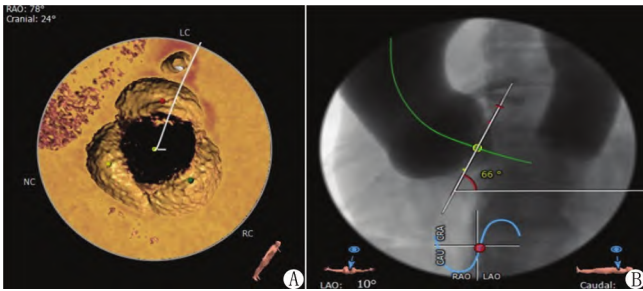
术前心脏 CTA 显示 AR 患者瓣环无钙化 图 2 术前心脏 CTA 显示心脏角度较大，呈横位
